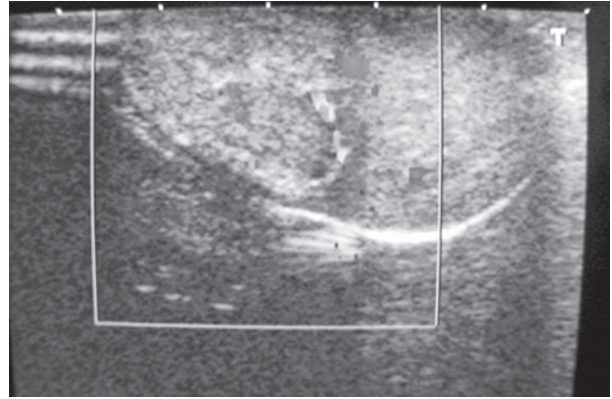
Ultrasonido de pene, muestra una imagen heterogénea hiperecótica correspondiente al hematoma provocado por la disrupción de la túnica albugínea.
